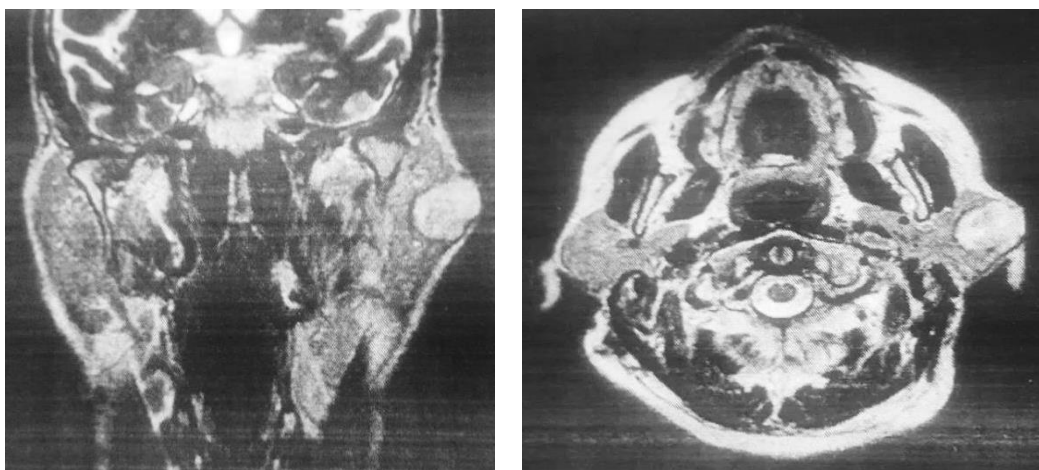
Рентген-компьютерные томограммы сиалолипомы:
